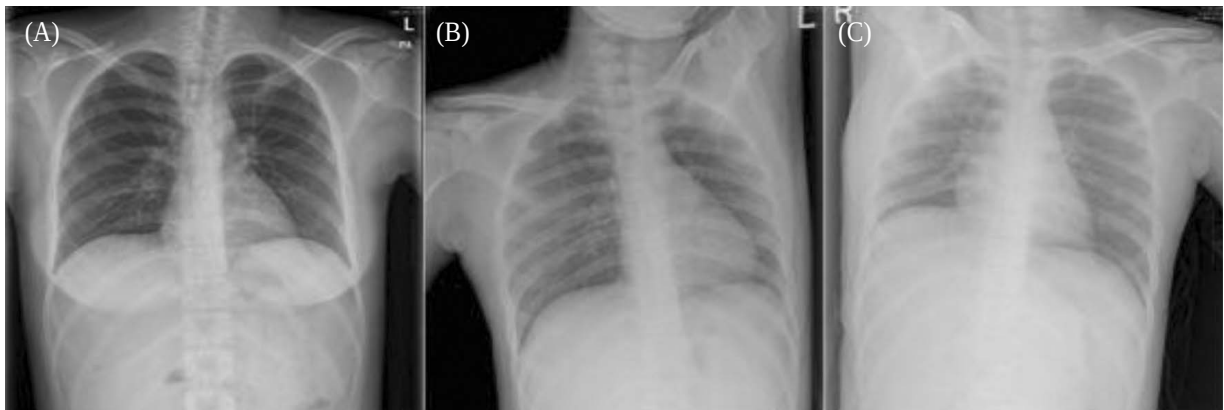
Chest X-ray on 15th day of admission. Chest X-ray shows no pleural effusion on 15th day of admission. A) Chest PA, B) Left decubitus, C) Right decubitus
